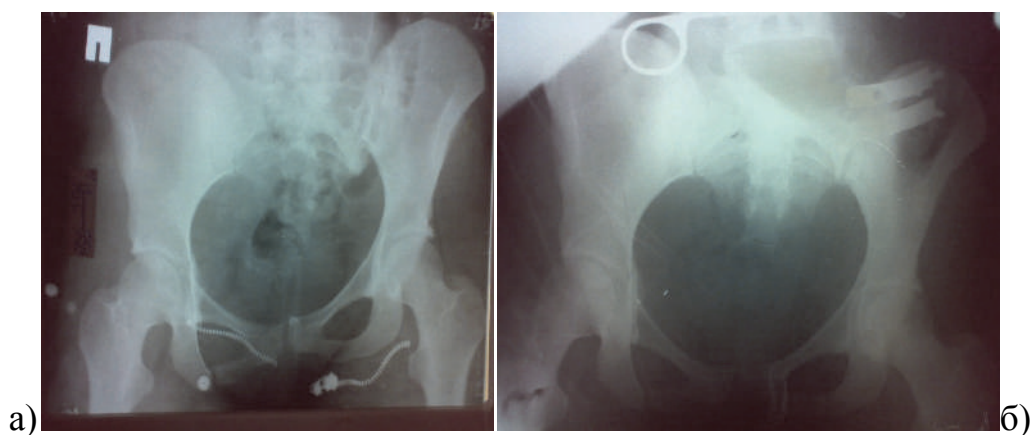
Фотокопії рентгенограм кісток таза хворої С., 19 років, історія хвороби № 18718: а) при поступленні, перелом типу C1.2; б) під час операції
